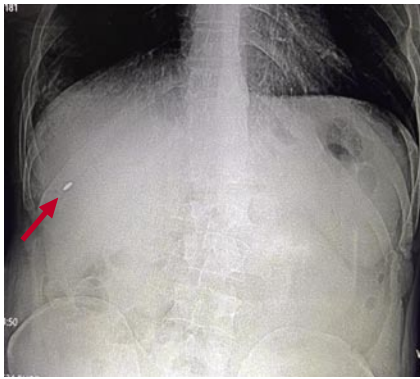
Пациент И., 37 лет. Рентгенография живота в прямой проекции. Инородное тело в проекции печени.
